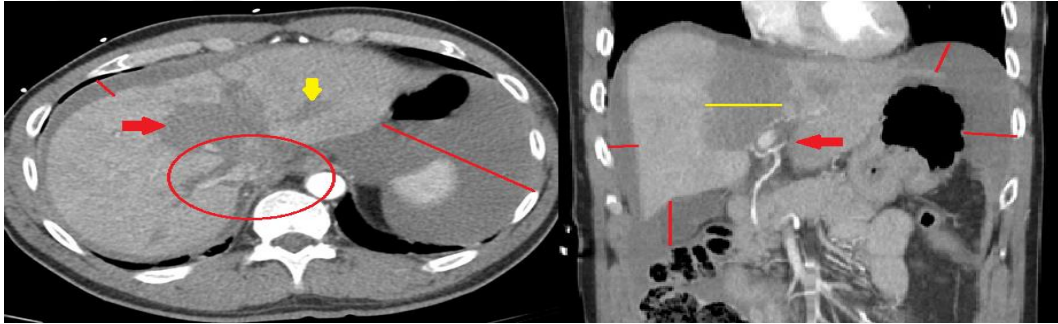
Evre 2 Karaciğer Yaralanması Abdomen BT kesitinde, kırmızı ok, karaciğerde laserasyon alanını, sarı çizgilerle işaretli bölgede kapsülün yırtılması nedeniyle oluşan hematoma imajını göstermektedir. Mavi ok, safra kesesini, safra kesesinin etrafındaki hematoma alanını göstermektedir. (Şekil <https://radiologyassistant.nl> sitesinden alınmıştır.)
